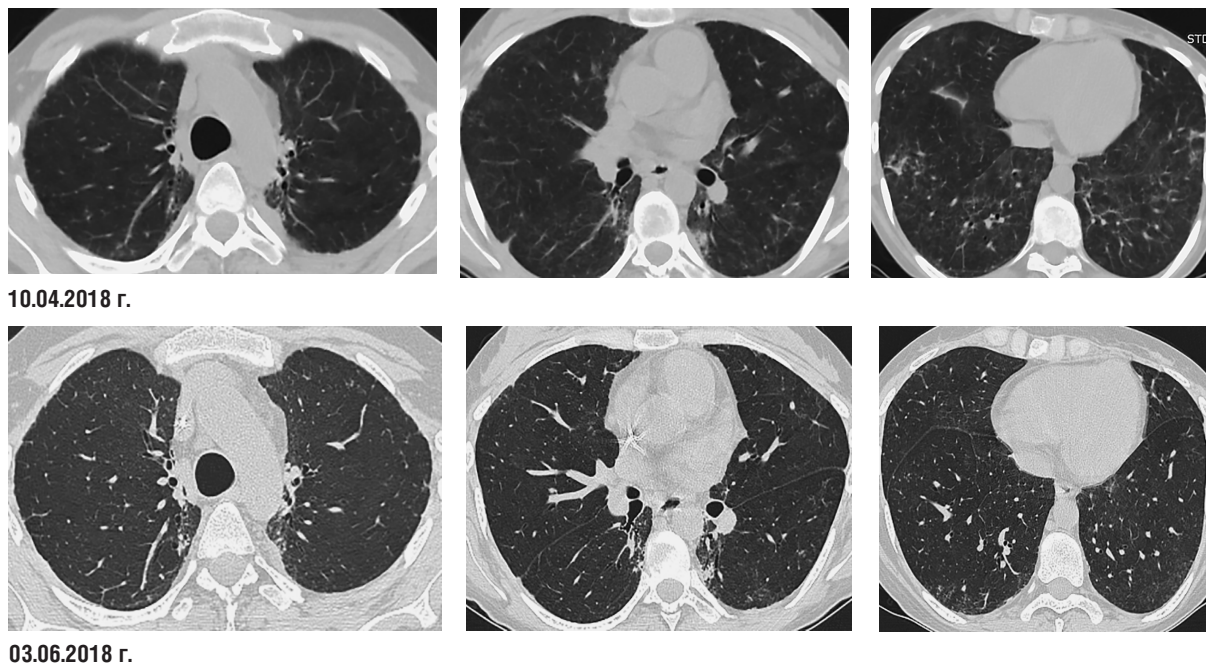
Иммуноопосредованные нежелательные явления. Пациентка Р., 1991 г.р. Лимфома Ходжкина IIIA стадии с поражением периферических (шейных) лимфоузлов, лимфоузлов средостения, ворот селезенки. 6 курсов химиотерапии по ABVD +ДЛТ на лимфоузлы шеи, средостения в 2011 г. Полный ответ по КТ от 30.05.2011 г. Рецидив 09.06.2015 г. 8 курсов ABVD. Частичный ответ от 15.12.2015 г. Прогрессирование по ПЭТ-КТ от 07.07.2017 г. Два введения ниволумаб + брентуксимаб. 10.04.2018 г. пациентка экстренно поступает в стационар с клиническими проявлениями одышки, чувством нехватки воздуха, объективно отмечается увеличение ЧДД, десатурация. При выполнении КТ органов грудной полости в парамедиастинальных отделах верхних легочных полей с обеих сторон выявляются фокусы грубой деформации легочного рисунка с наличием расширенных бронхов — КТ-признаки постлучевого пневмонита. При этом преимущественно в нижних отделах обоих легких определяются «нежные» интерстициальные изменения в виде фокусов понижения прозрачности легочной ткани по типу «матового стекла». Принимая во внимание клиничко-рентгенологические данные (КТ-паттерн неспецифической интерстициальной пневмонии, НСИП), отсутствие признаков воспалительного процесса, начата гормональная терапия нежелательных явлений. При плановом контрольном КТ-исследовании от 03.06.2018 г. отмечается положительная динамика в виде регресса ранее визуализированных интерстициальных изменений
